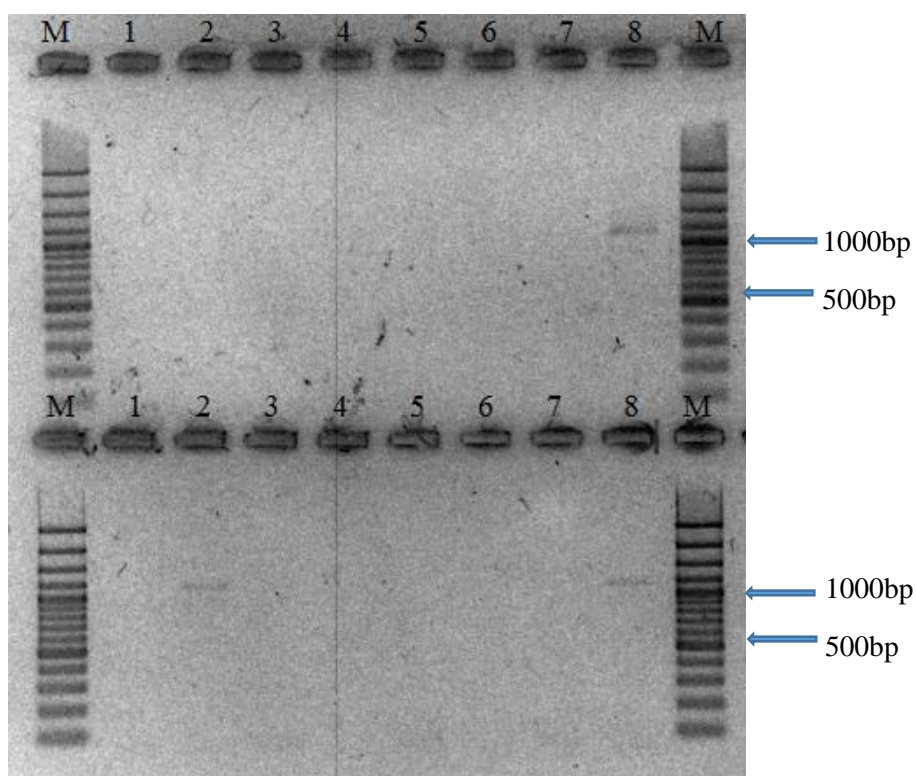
Amostras testadas com *primers* de *GVB* (gel de agarose 1,5% em TAE (1X) com EtBr). Legenda em cima: M – Marcador Gene Ruler (100 bp Plus, Life Technologies), 1 – Cr(3), 2 – Ai(3), 3 – BdA(3), 4 – TM(3), 5 – MF(3), 6 – GP(3), 7 – S(3), 8 – TdC(3); em baixo: M - Marcador Gene Ruler (100 bp Plus, Life Technologies), 1 – Se(3), 2 – Cp(3), 3 – Ca(3), 4 – CT(3), 5 – Mo(3), 6 – Ra(3), 7 – Br(3), 8 – Bs(3).
